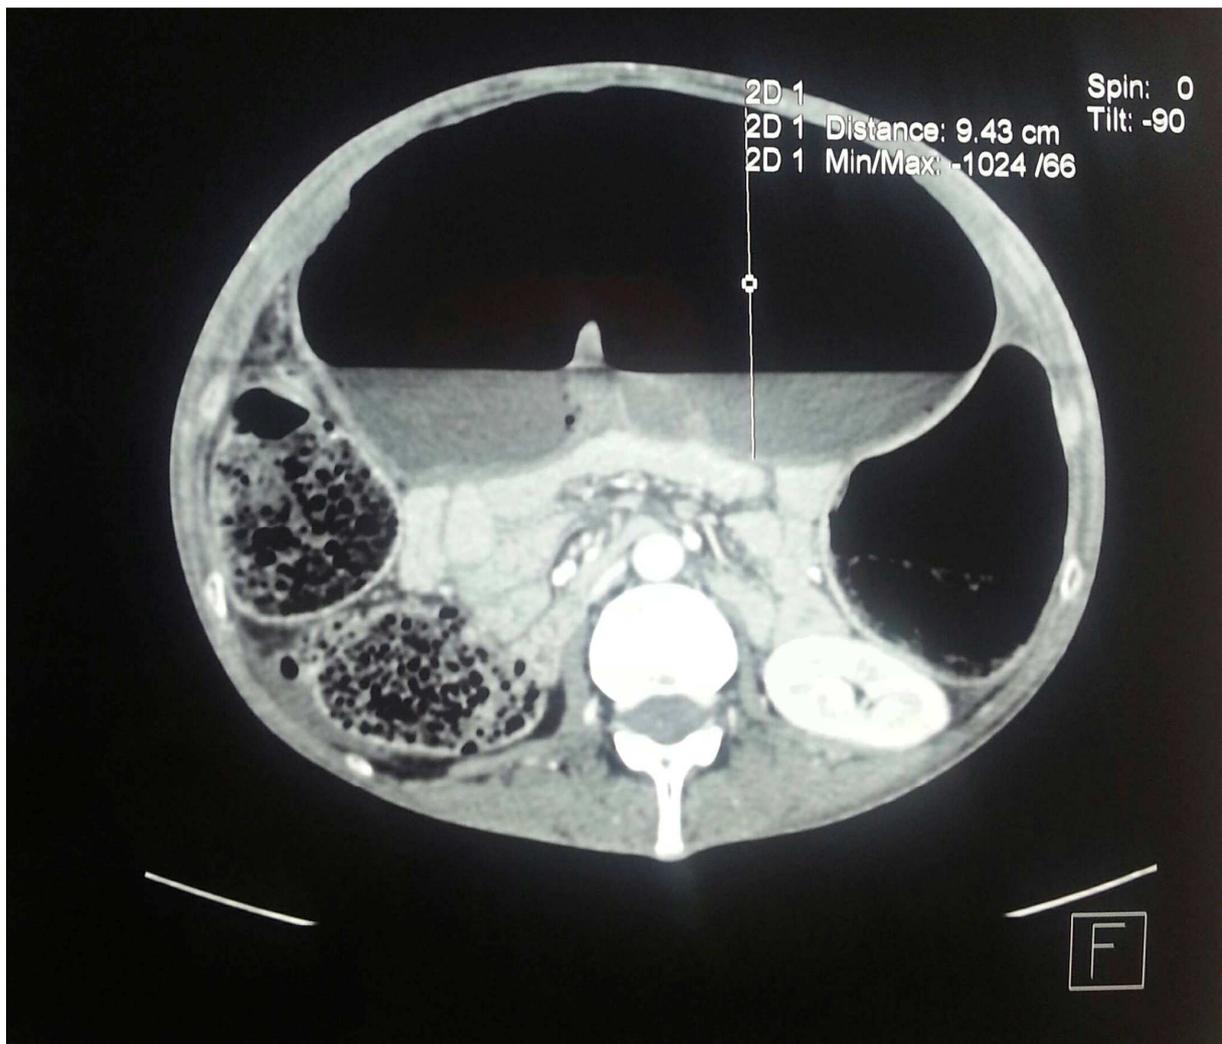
TDM abdominale chez le même patient.
